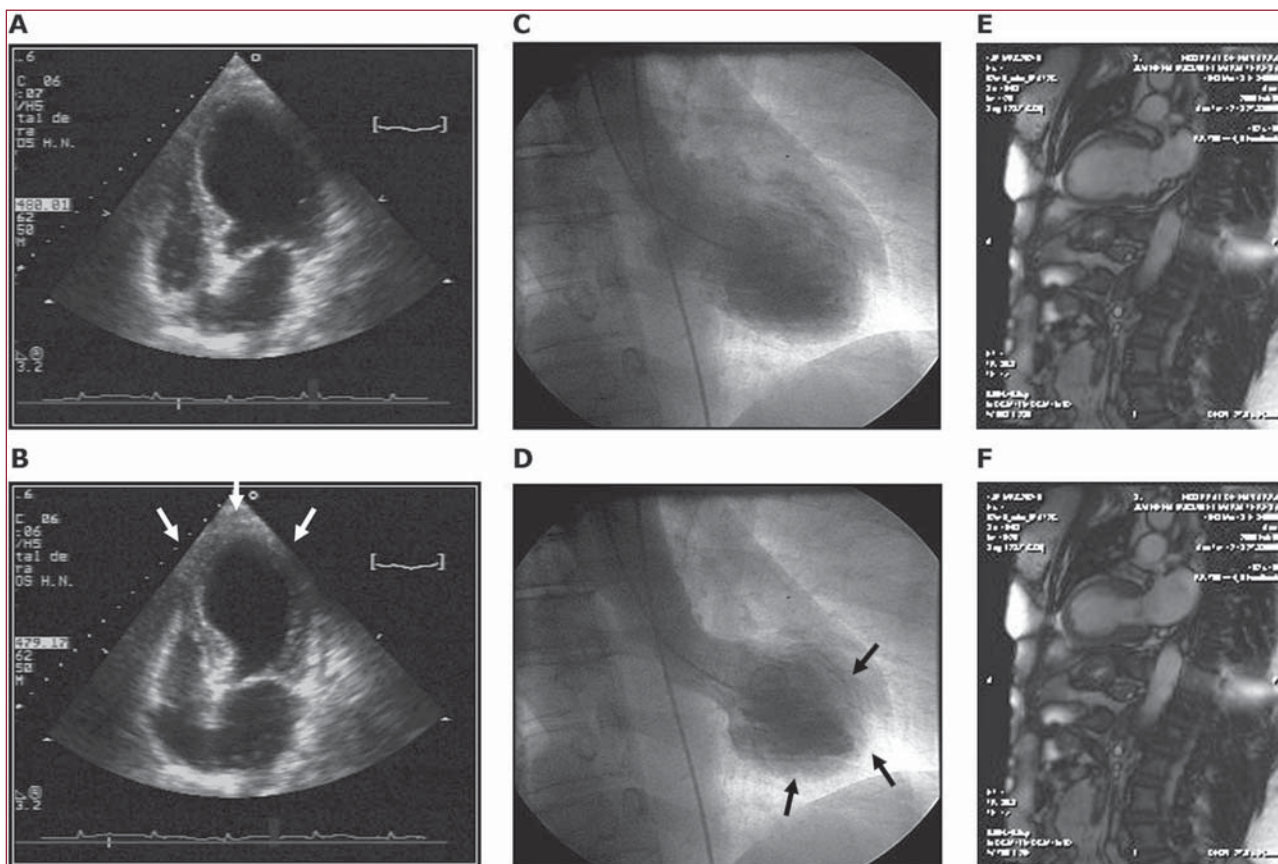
Imágenes de ecocardiograma transtorácico y ventriculografía en las primeras horas del inicio del cuadro, acinesia extensa con contracción conservada en porciones más basales (B y D). En la resonancia magnética cardiaca a las 48 h persisten las alteraciones segmentarias, aunque con mejoría con respecto a la fase aguda (E y F).
